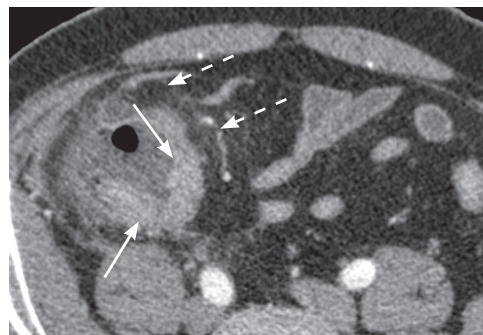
Пациент 3., 70 л. Компьютерная томография брюшной полости с контрастным усилением, портальная фаза. Аксиальный срез. Заднемедиальное расположение отечного и извитого червеобразного отростка (белые стрелки).
